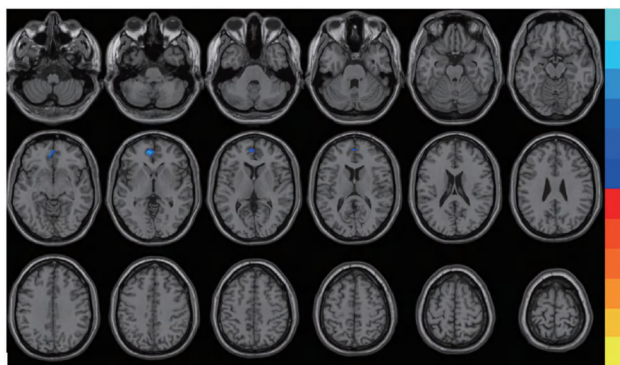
MRI-TLE组与HS-MTLE组功能连接差异图
